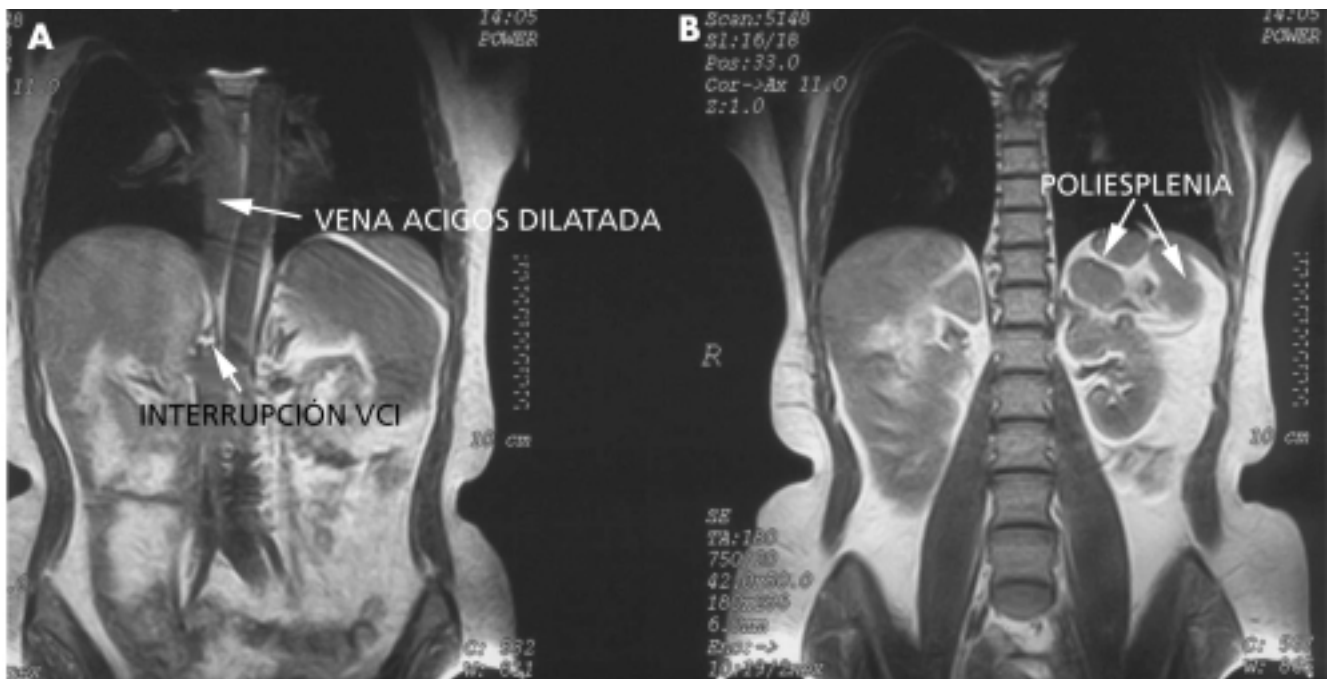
A) Corte coronal de RMN en secuencia T1 en el que se observa la interrupción de la vena cava inferior y la dilatación de la vena ácigos. B) Corte coronal de RMN en secuencia T1 que muestra la poliesplenía.
